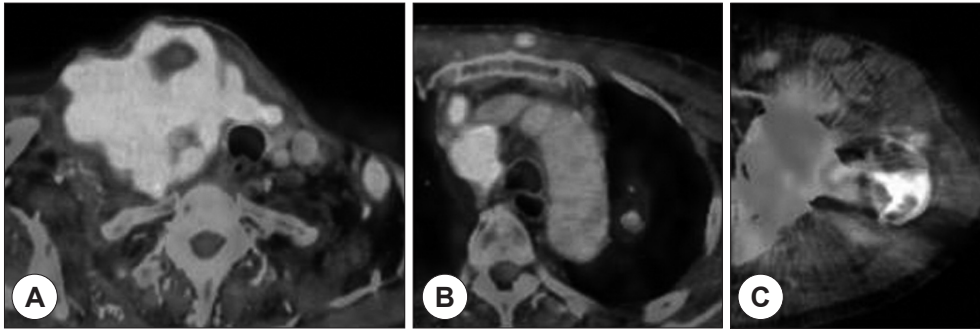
F/U FDG PET/CT finding. A : Shows more aggravated neck mass. B : Shows lung metastasis and soft tissue metastasis at anterior chest wall. C : Shows bone metastasis at left pelvic bone.
